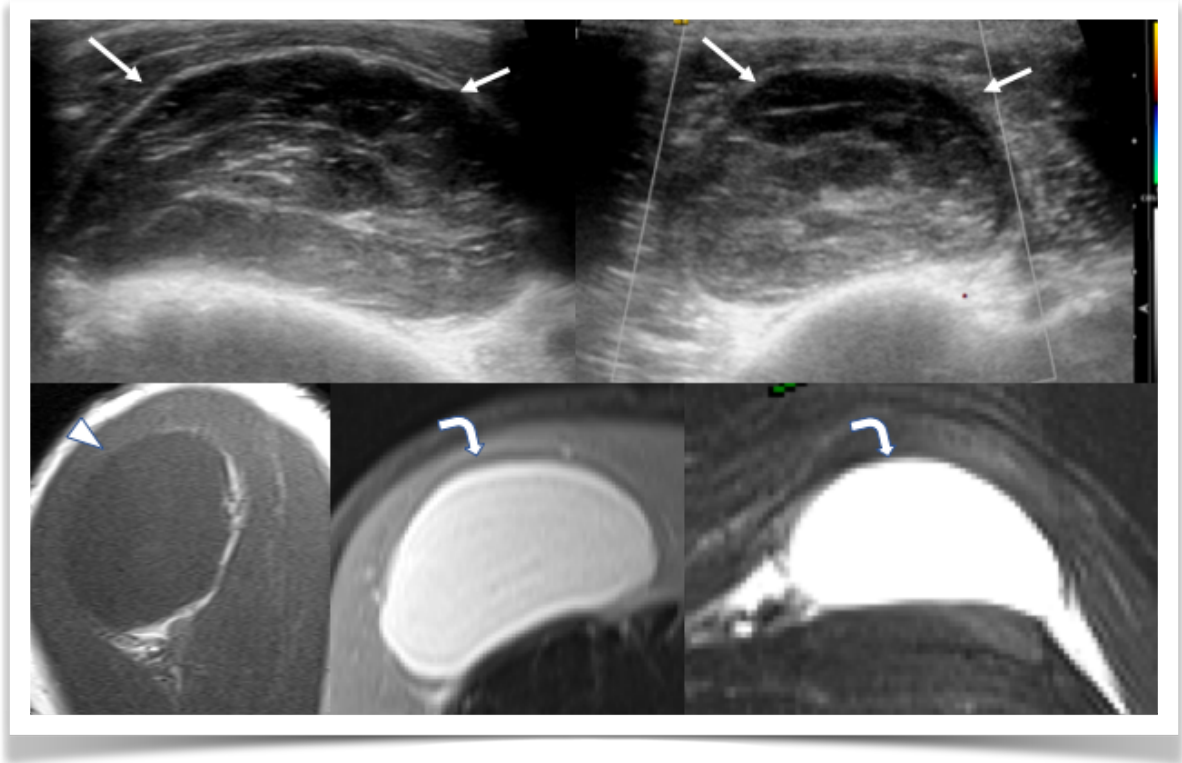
En Ultrasonido masa hipocogénica levemente heterogénea bien definida (flechas rectas). En RM secuencia T1 muestra masa hipointensa homogénea (cabeza de flecha) y comportamiento quístico en secuencias sensibles a líquido (flechas curvas).
